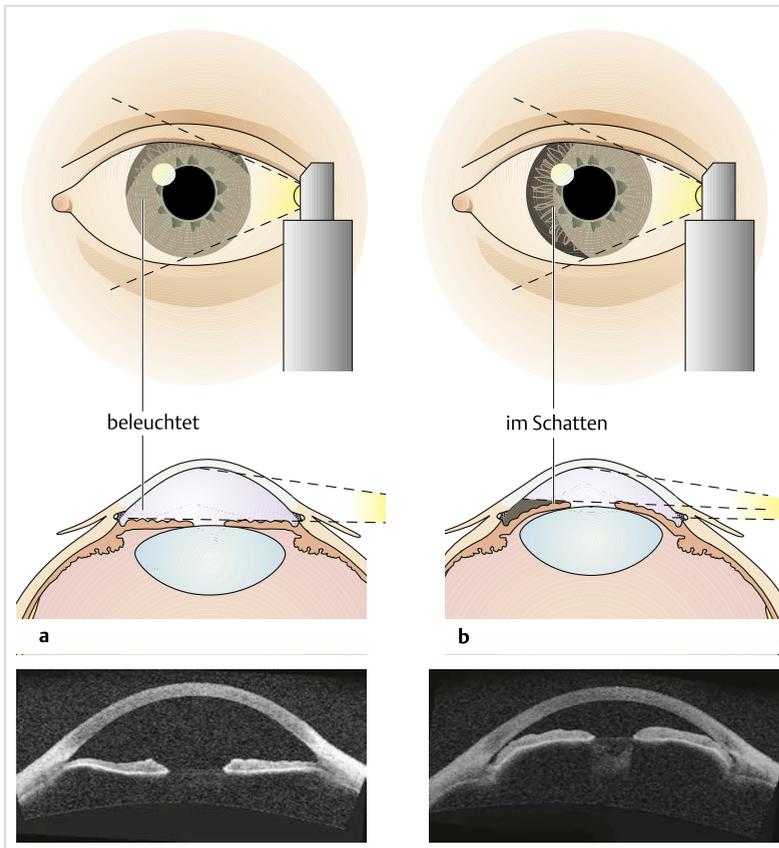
Beurteilung der Vorderkammertiefe. a Normale Vorderkammertiefe: Die Iris lässt sich bei seitlicher Beleuchtung gut von temporal her ausleuchten. b Flache Vorderkammer: Bei seitlicher Beleuchtung entsteht nasal ein Schatten auf der Iris. Die unterschiedliche Vorderkammertiefe wird in der optischen Kohärenztomografie, kurz OCT (S.235), besonders deutlich: tiefe Vorderkammer bei kurzsichtigen (langen) Augen, flache Vorderkammer bei weitsichtigen (kurzen) Augen.
